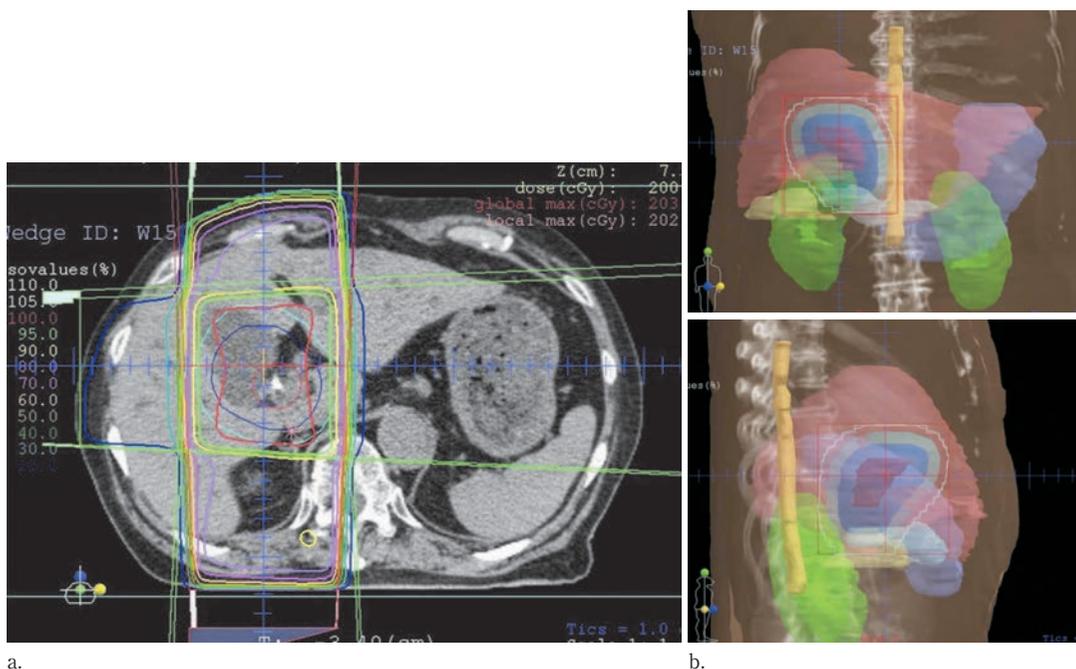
肝門部胆管癌に対して10 MVのX線を用いて3門照射を行った症例
